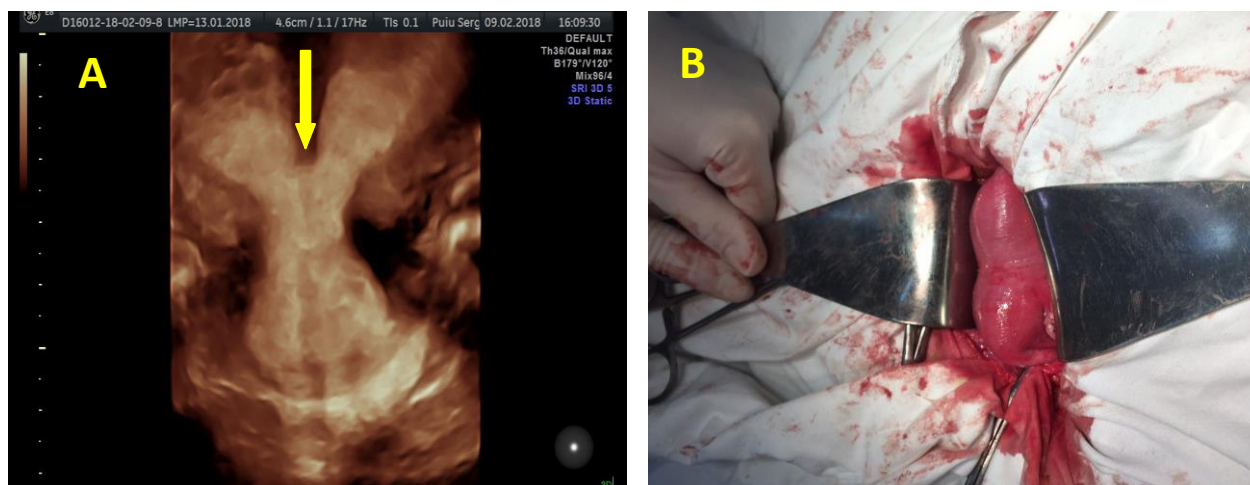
Pacienta R., 33 ani, 4 avorturi spontane în anamneză. USG 3D în plan coronal (A) arată uter bicornuat/septat cu indentarea fundului uterin până la 18mm (→), două cavități simetrice uterine și sept uterin longitudinal. Imagine intraoperatorie a uterului hibrid (B)
